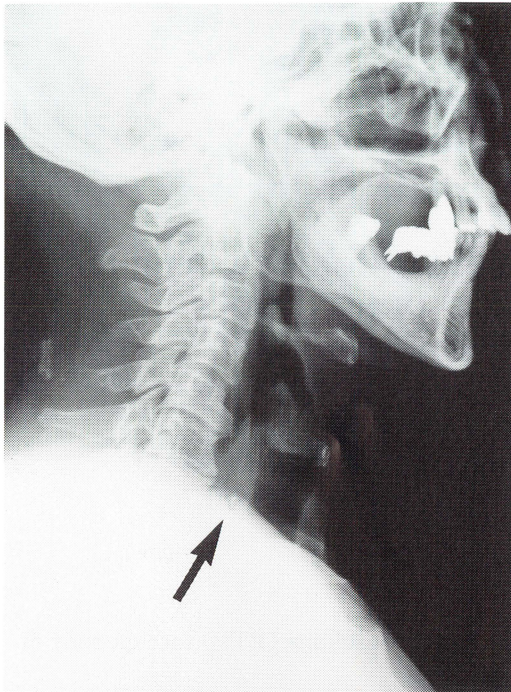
Soft x-ray film of the spine showing a foreign body (arrow) in front of the sixth cervical vertebra.
